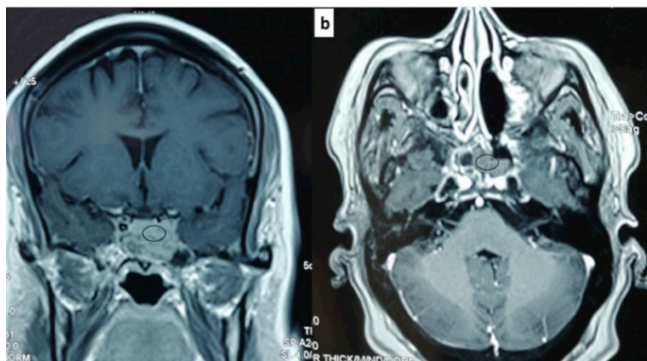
IRM cérébrale et du massif facial en séquence T1: (A) coupe frontale (B) coupe axiale (C) T2 comblement du sinus sphénoïdal en iso signal T1 avec déminéralisation de la paroi inféro- latérale du sinus sphénoïdal (cercle)
